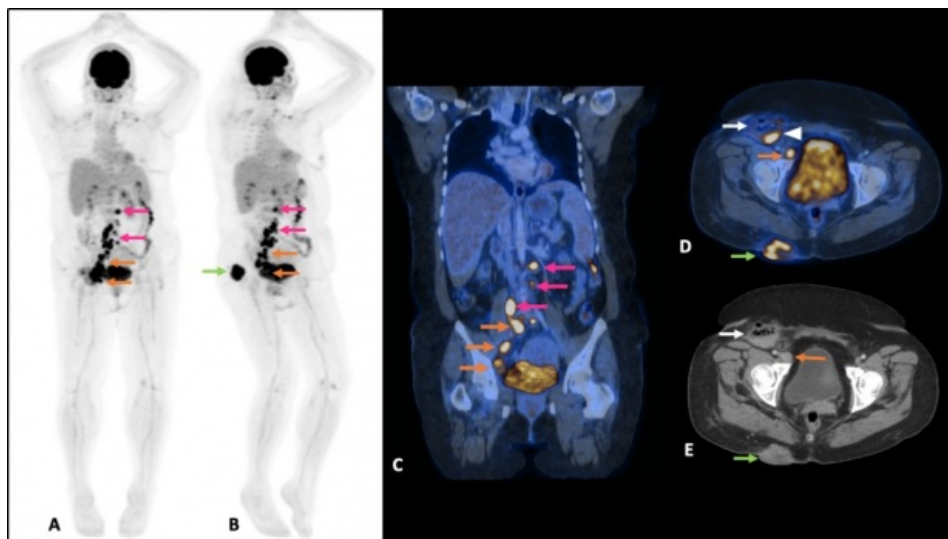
PET-CT con 18F-FDG de cuerpo entero en MIP anterior (A) y oblicuo derecho (B); se observa tumor primario hipermetabólico en la región glútea derecha (flechas verdes), adenopatías retroperitoneales (flechas rojas), en cadena iliaca derecha e inguinales ipsilaterales (flechas naranjas). (C) Imagen fusionada coronal donde se visualizan las adenopatías retroperitoneales (flechas rojas) y en cadena iliaca derecha (flechas naranjas). Imágenes axiales de fusión (D) y TC (E) de la lesión sólida en tejidos blandos del cuadrante superior interno del glúteo derecho, de bordes bien lobulados, bien definidos, con estriación de la grasa adyacente y con hipermetabolismo focal. En región inguinal derecha se observan cambios por resección de conglomerado ganglionar, con material de homeostasis (flecha blanca) e hipermetabolismo de tipo inflamatorio (punta de flecha).
